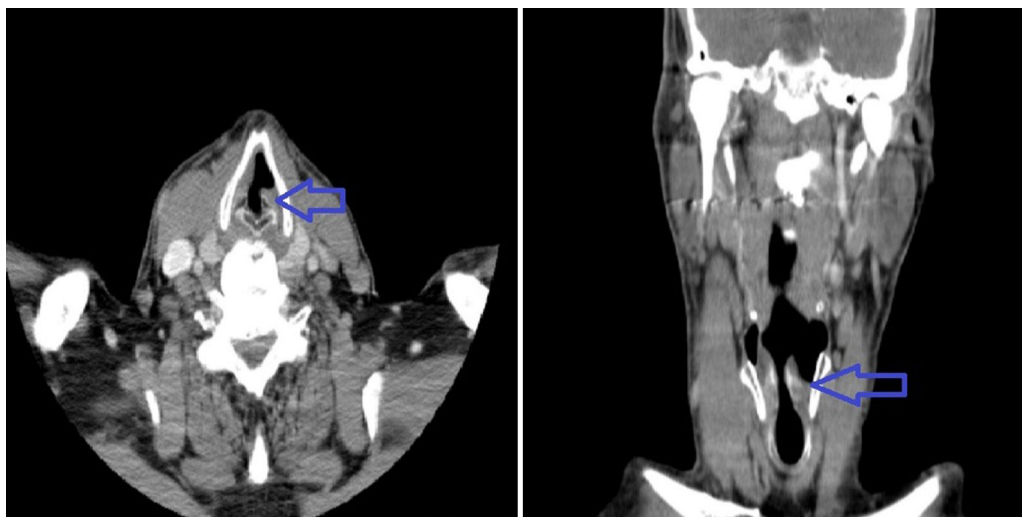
En el lado izquierdo, corte transversal de una TAC cervical que muestra la posición paramedial de la cuerda vocal izquierda (flecha), y en el lado derecho un corte axial que muestra la misma posición de la cuerda vocal (flecha), hallazgos compatibles con parálisis.
